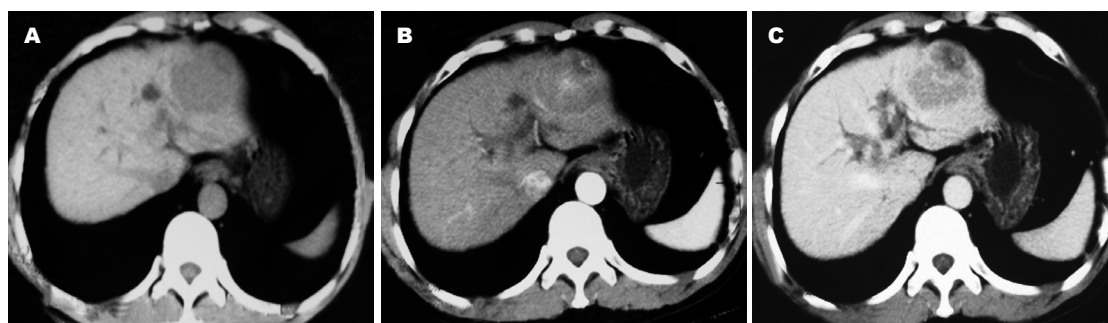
肝未分化胚胎源性肉瘤CT三期扫描。A: 平扫期; B: 动脉期; C: 静脉期。
